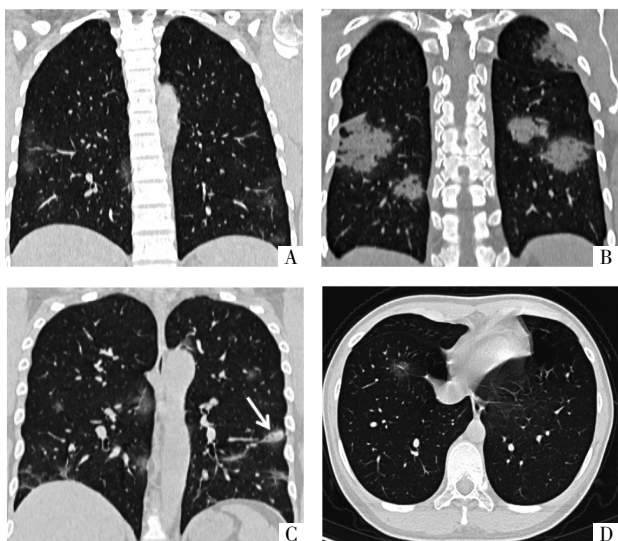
COVID-19 首诊病人 CT 影像表现。A 图, 病人女, 38 岁, 疫区接触史, 发热 4 d, 双肺胸膜下多发 GGO。B 图, 病人男, 39 岁, 疫区接触史, 发热、咳嗽 9 d。双肺胸膜下多发实变影。C 图, 病人男, 33 岁, 无明确流行病学史, 发热 6 d, 双肺胸膜下多发 GGO, 左肺部分病灶呈实变(箭头所示)。D 图, 病人女, 26 岁, 有密切接触史, 发热 3 h。右肺下叶肺韧带旁单发 GGO 结节。
